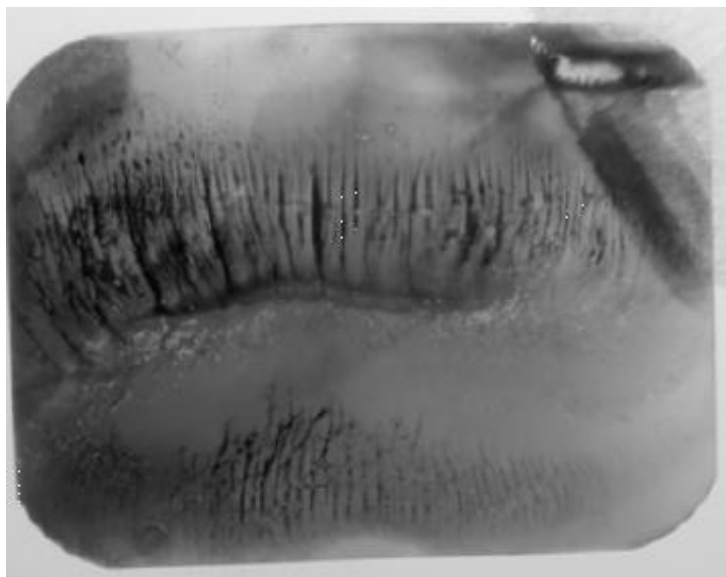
Fuente: Bernardoni, Mónica, 2013. Huella labial obtenida en radiografía periapical en cadáveres frescos utilizando el método Fraile.(45)
